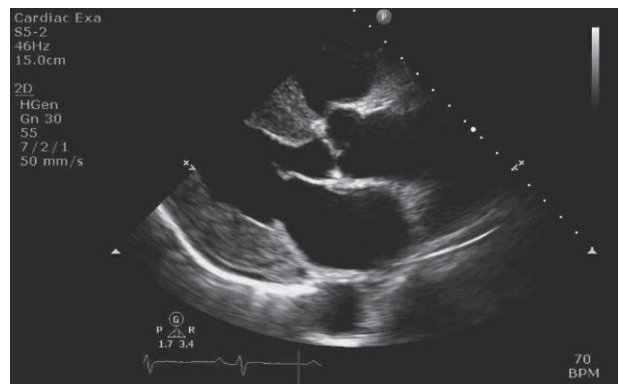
ATTR心アミロイドーシスの心エコー
